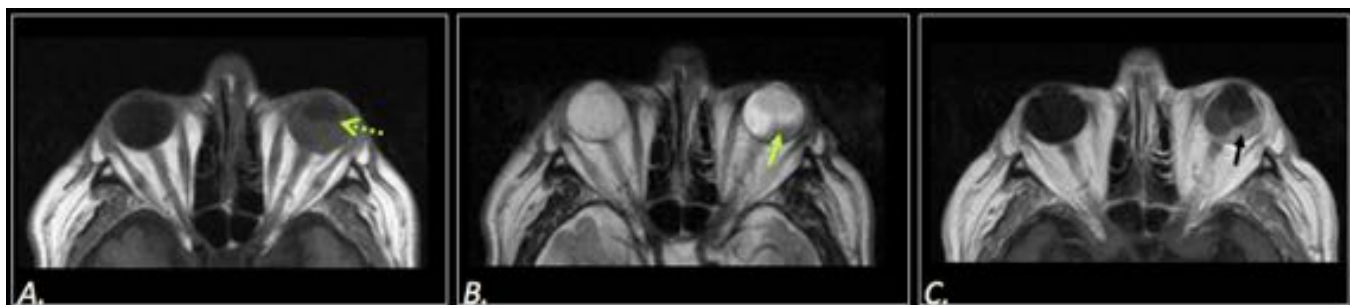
Hombre de 78 años con carcinoma pulmonar de reciente diagnóstico. Se estudia debido a ceguera mono-ocular izquierda. A)RM-T1 (B)T2 y (C)T1Gd. Desprendimiento de retina izquierdo (flecha punteada) secundario a la existencia de tumoración coroidea postero-lateral, hipointensa en T2 (flecha verde) con realce homogéneo en T1Gd (flecha negra).
